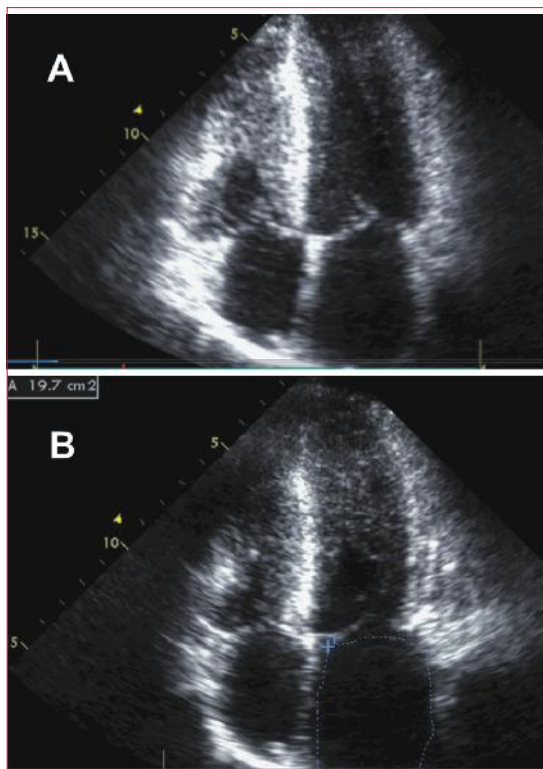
Ecocardiograma transtorácico (apical cuatro cámaras) en un caso con distribución atípica de la hipertrofia. A: diástole B: sístole. Compromiso biventricular a predominio de segmentos medios y ápex. En sístole se observa en el ventrículo izquierdo un desfiladero medioventricular que respeta parcialmente el ápex, generando con el Doppler un gradiente ápico-basal de 105 mmHg. La aurícula izquierda se encuentra dilatada.
